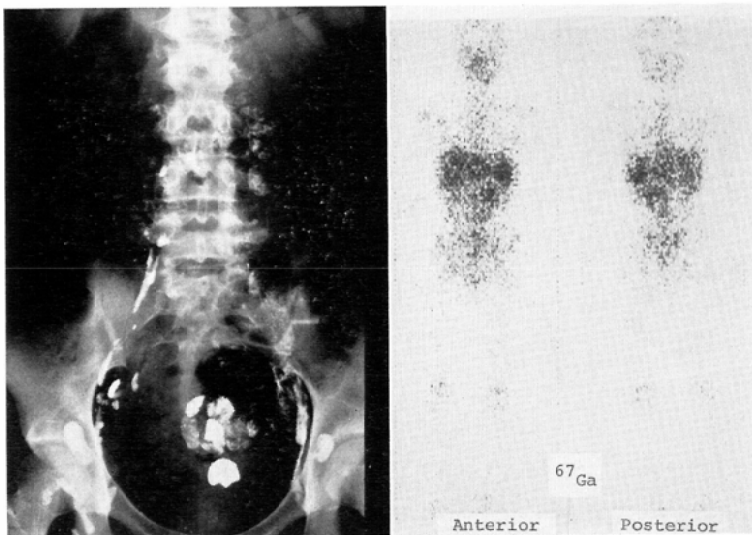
Hodgkin's disease, stage II Lymphography demonstrates enlarged paraortic lymphnodes with marked forminess. In  $^{67}\text{Ga}$  scintigraphy, slight positive uptake is visible in the retroperitoneal region and high uptake in the spleen.
